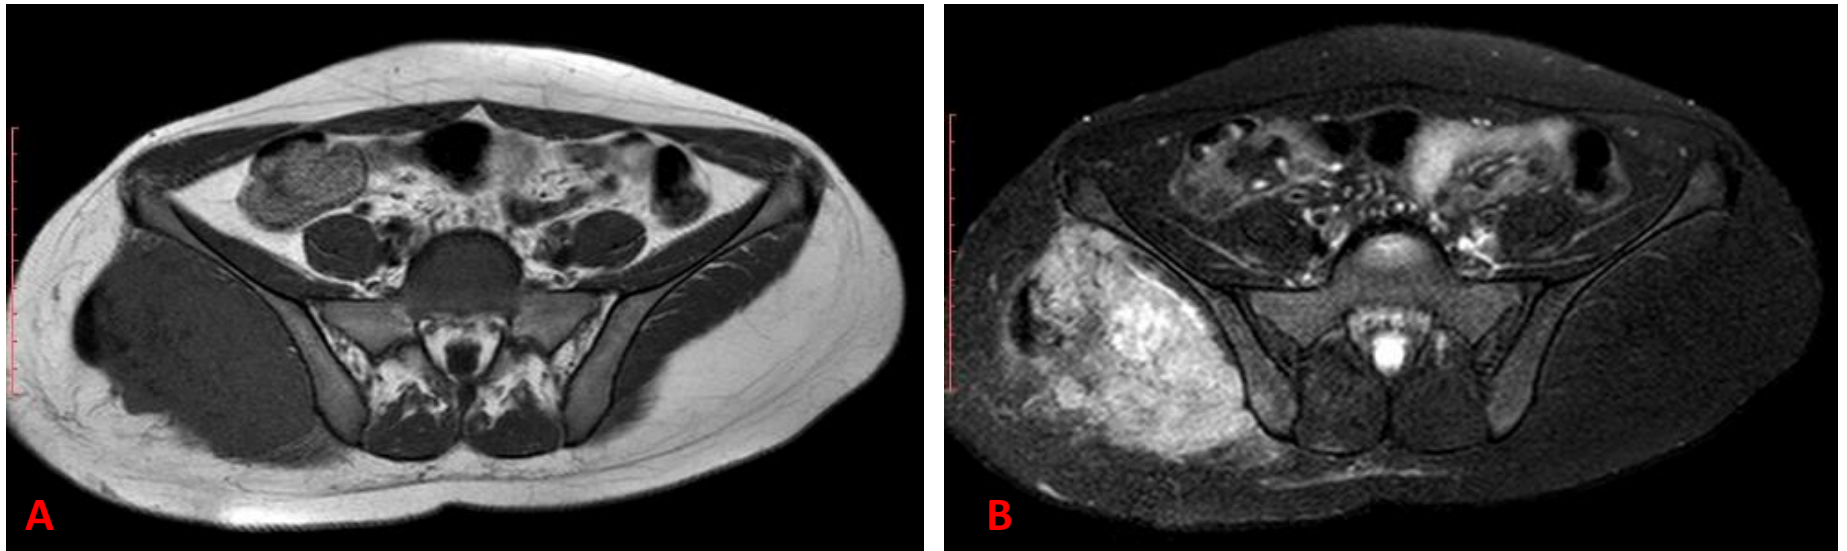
RM de pelve, cortes axiais, imagens ponderadas em T1 (A) e T2 (B). Formação expansiva que envolve os planos musculares do glúteo máximo e médio, medindo 12,7 x 10,0 x 7,3 cm com extensão para o subcutâneo e feixe neurovascular, apresentando sinal intermediário em T1 e alto sinal em T2.
